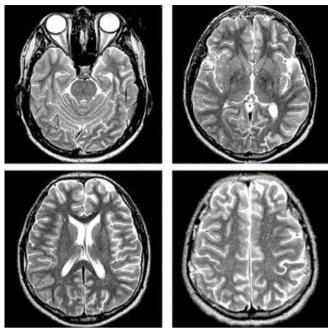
Нет признаков рецидива субдуральной эмпиемы на магнитнорезонансных томограммах в режиме T2 больного X. на 44-е сутки после операции
